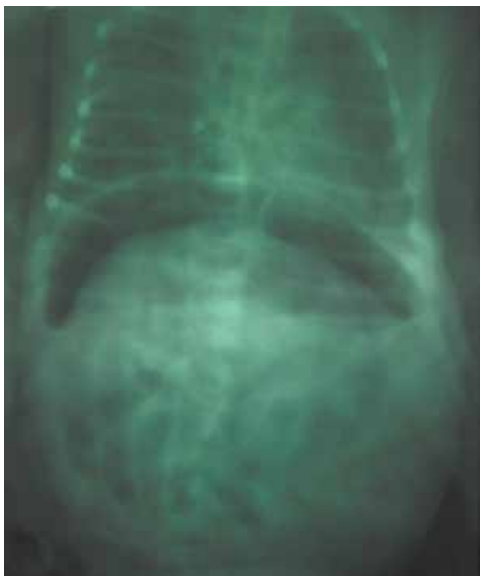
Оглядова рентгенограма органів черевної порожнини (вертикальне положення). Візуалізується велика кількість вільного газу у черевній порожнині
